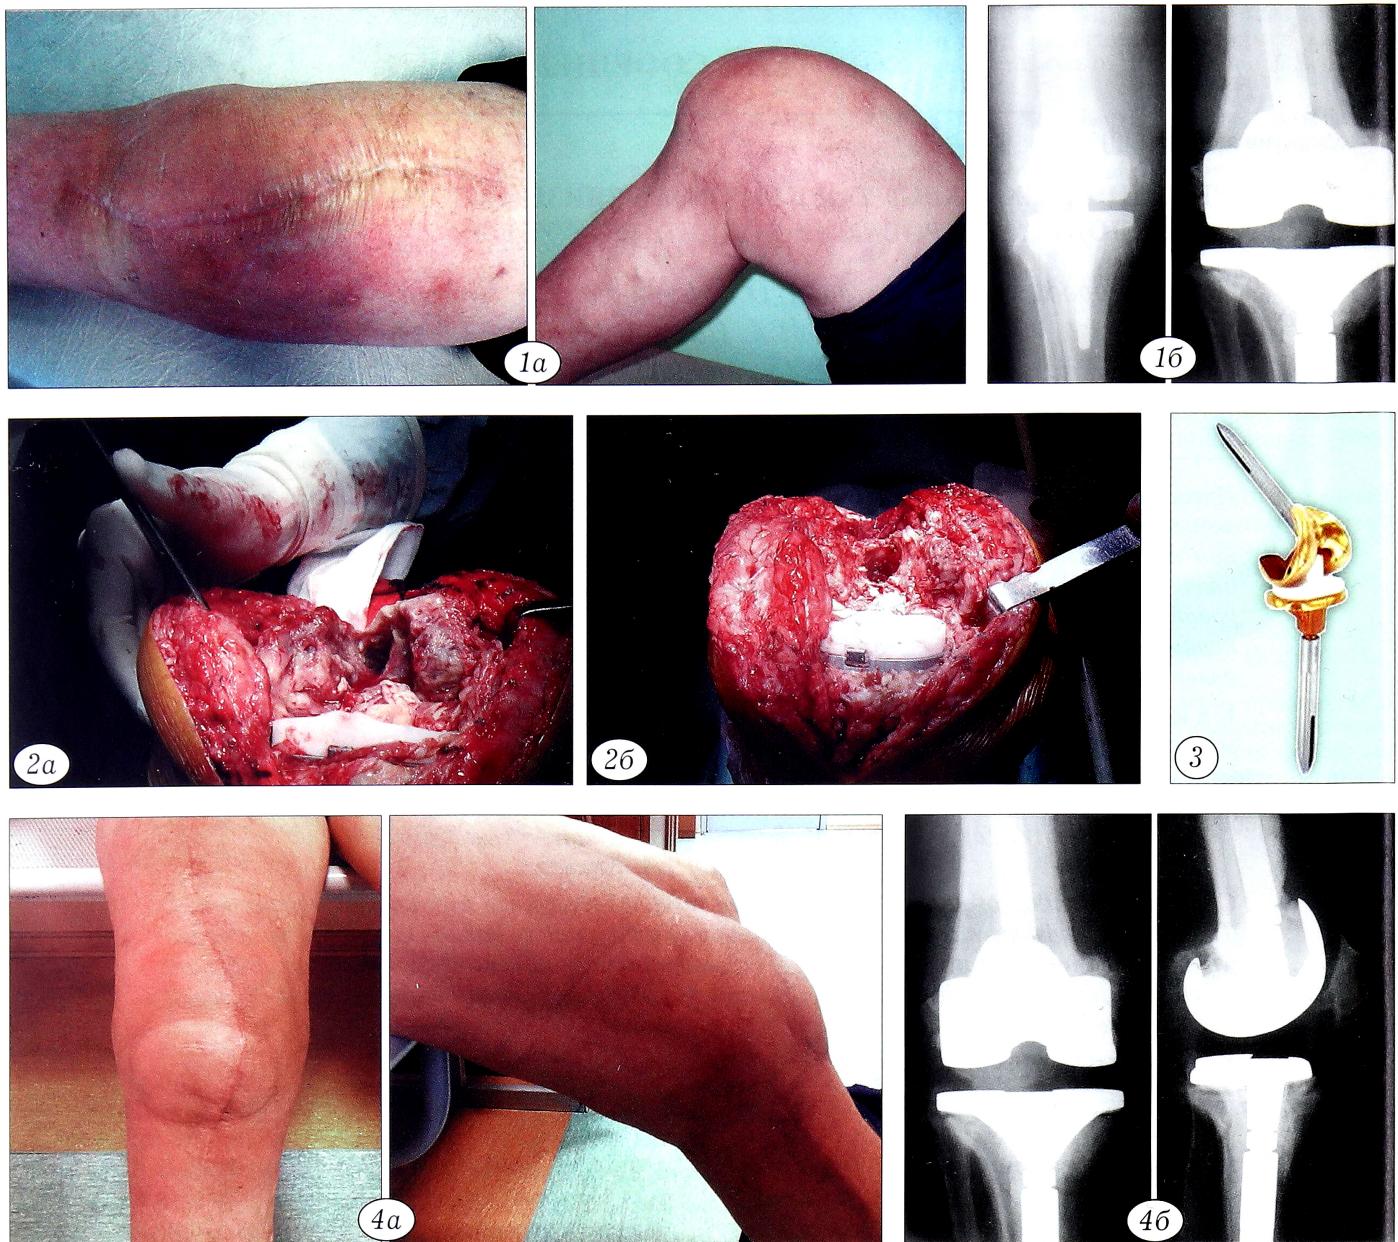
Внешний вид кожных покровов (а) и рентгенограммы (б) правого коленного сустава до операции.
